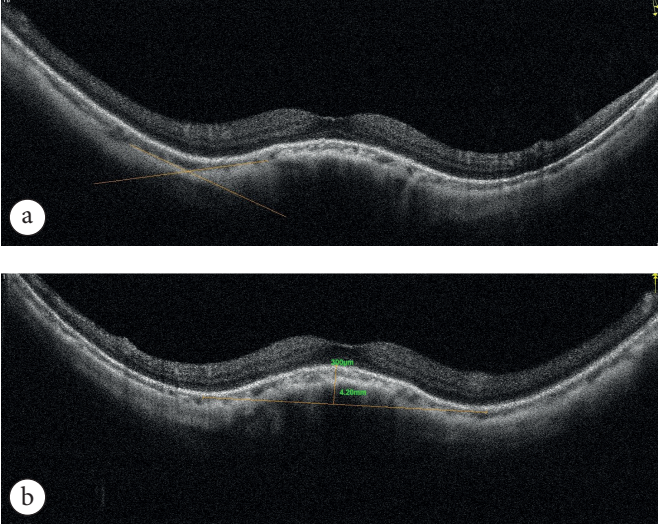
Vertikal-oval kubbe şekilli makula(KŞM). (a) Optik koherens tomografide vertikal kesitte makula konturu normal olarak izlenirken, (b) Horizontal kesitte KŞM görülmektedir.
